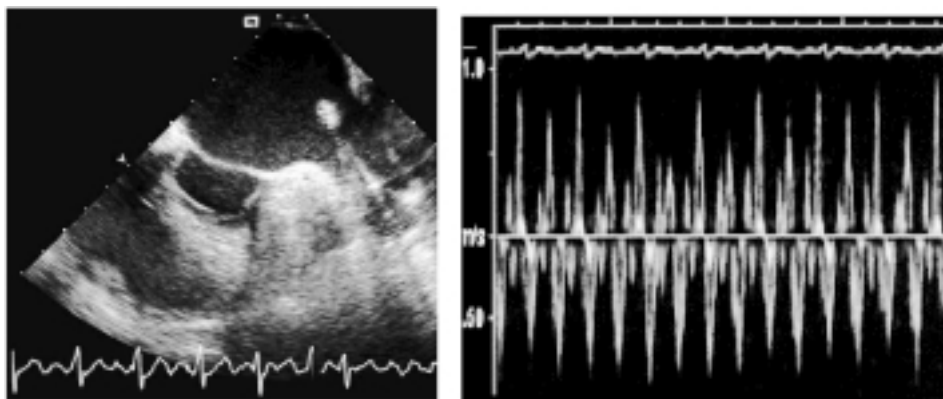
Auricola sinistra visualizzata con ecografia transesofagea e velocità di picco dell'auricola sinistra misurata con Doppler pulsato. Velocità di picco ≤ 20 cm/s sono fortemente predittive di presenza di trombi in auricola, mentre velocità di picco del flusso in auricola > 36 cm/s sono predittive di mantenimento del ritmo sinusale postcardioversione.
